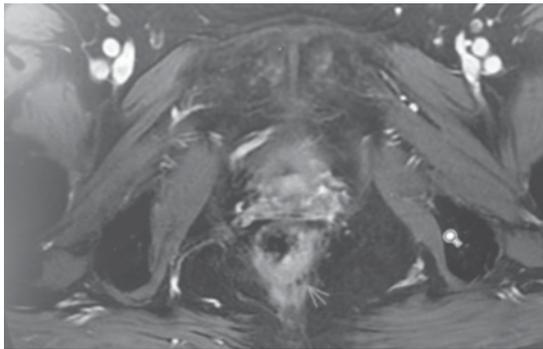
Invasión de la mucosa rectal demostrada por tomografía axial computada.
